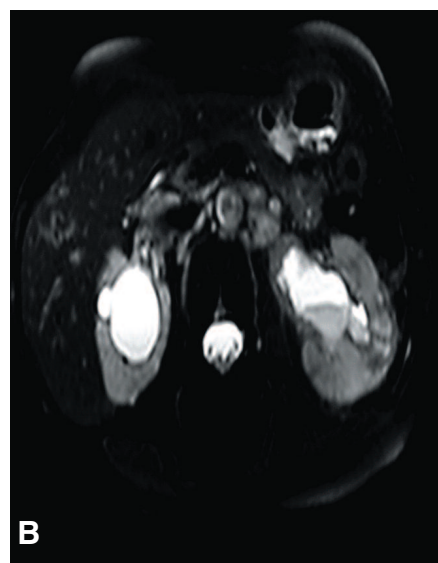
МРТ-изображения органов брюшной полости и забрюшинного пространства (А - фронтальный срез, Б - поперечный срез). Продолженный рост по правому и левому мочеточникам
